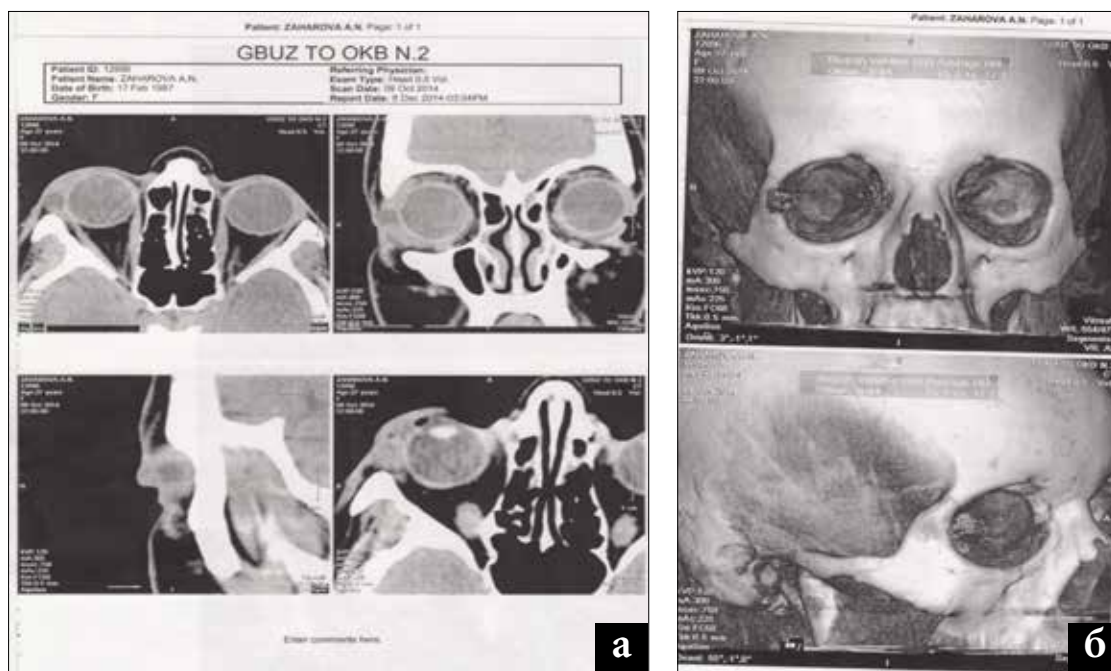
Компьютерная томограмма орбит пациентки 3.: а) общий вид; б) изображение 3D
